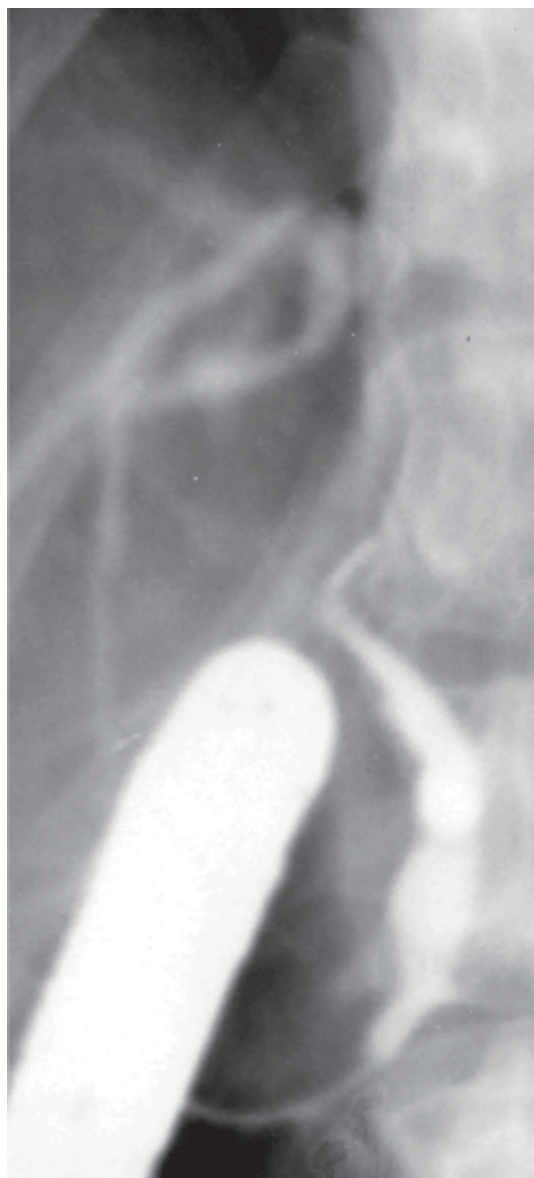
Рентгенограмма. Деформация общего желчного протока.
